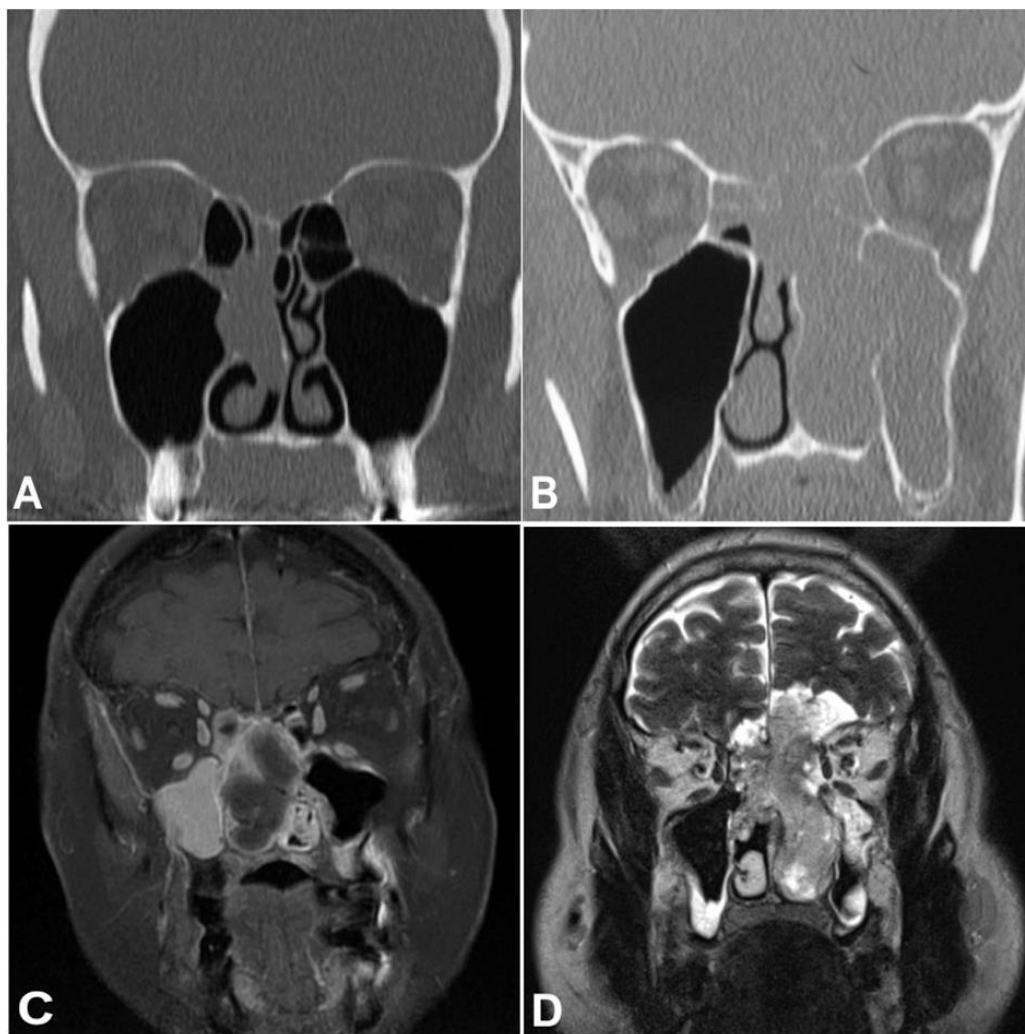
Images radiologiques de NBO (base de données du Pr Herman, Lariboisière-APHP). (A) TDM en coupe coronale montrant un NBO sans lyse de la lame criblée. (B) TDM en coupe coronale montrant un NBO avec lyse de la lame criblée. (C) IRM en séquence T1 avec injection de gadolinium en coupe coronale montrant un NBO sans envahissement intradural. (D) TDM en coupe coronale montrant un NBO avec envahissement intradural.
